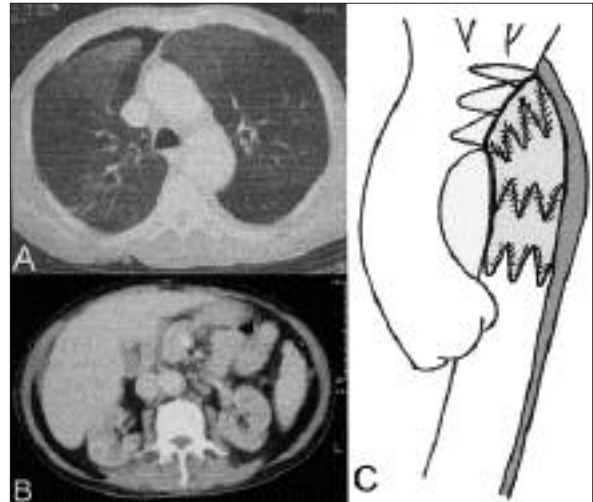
A-Torasik BT de arkus aorta distalinden başlayan disseksiyonun görüntüsü; B-Abdominal aort lümeni ve inferior mezenterik arter girişini (Ok) kollabe eden disseksiyonun BT görüntüsü; C-Torasik aortadaki disseksiyonun MR görüntüsü; D-Torasik aortada intimal yırtık ve disseksiyona bağlı lümen daralmasının şematik görüntüsü.
